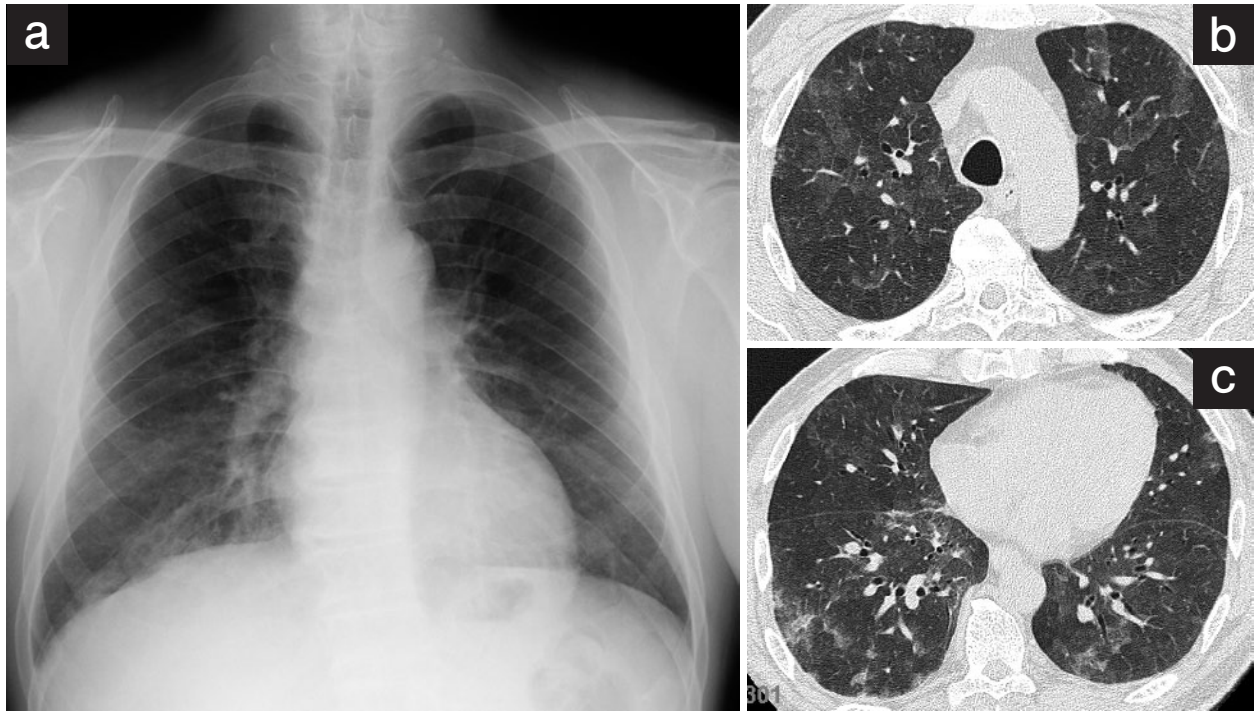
(a) Chest radiograph on admission showing ground-glass opacities in the middle and lower fields of both lungs. (b, c) A chest CT scan shows ground-glass opacities with mosaic patterns in both lungs.
